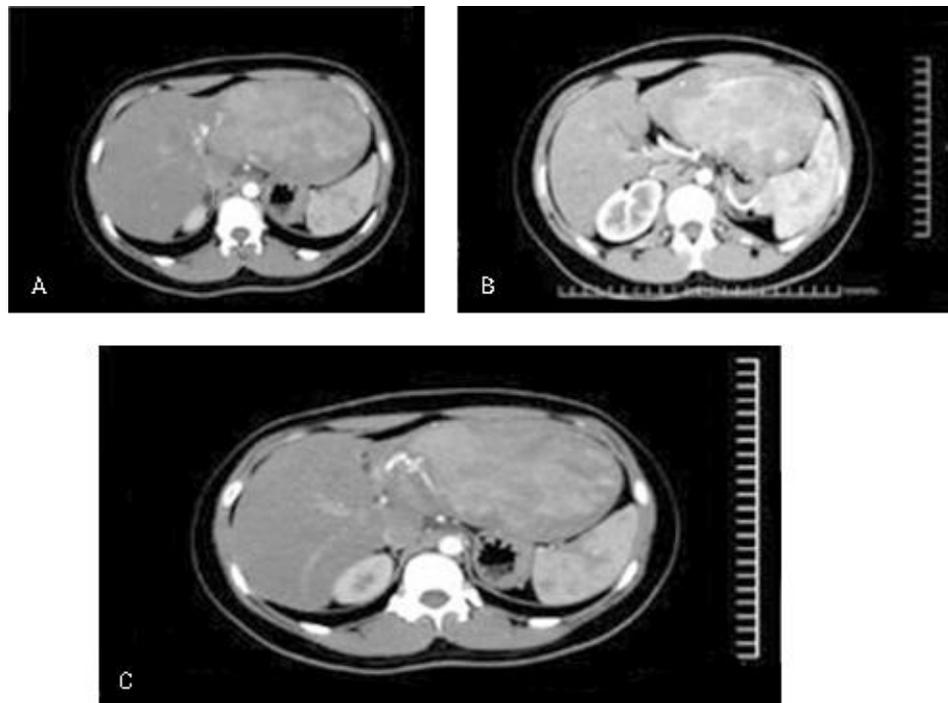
Tomografía axial computadorizada con contraste yodado endovenoso fase arterial.
